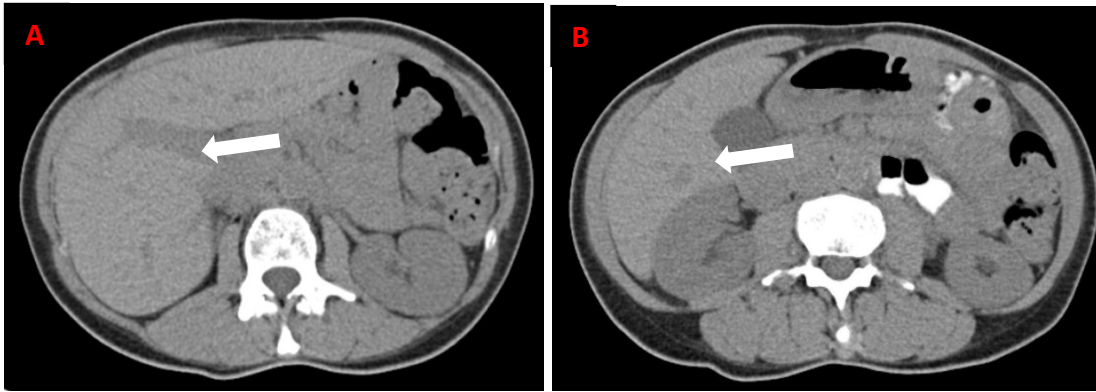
Axiale Darstellung der Leber nativ im CT mit Betonung auf die Darstellung der V. portae hepatis (Pfeil) (A) und des Leberparenchyms (Pfeil) neben der Niere und Gallenblase (B) (79).
